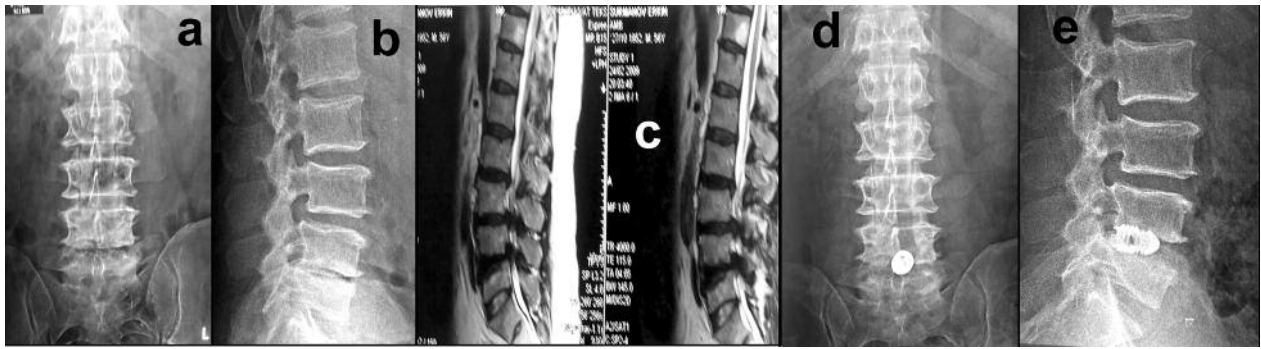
Degenerative instability L4-5 and sharp narrowing of the intervertebral joint were seen in (a,b) the frontal and lateral radiolograms (c) sagittal MR images and (d,e) postoperative AP and lateral radiographies of the patient C with Osteochondrosis of the lumbar spine, disk herniation of L3-4, L4-5.
